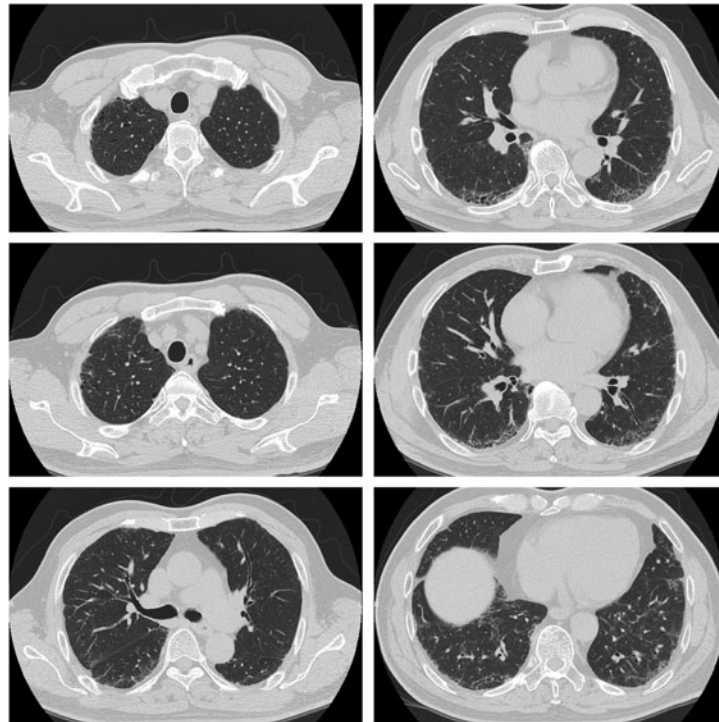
禁煙後4週間経過時の胸部CT. 陰影の改善を認める.
